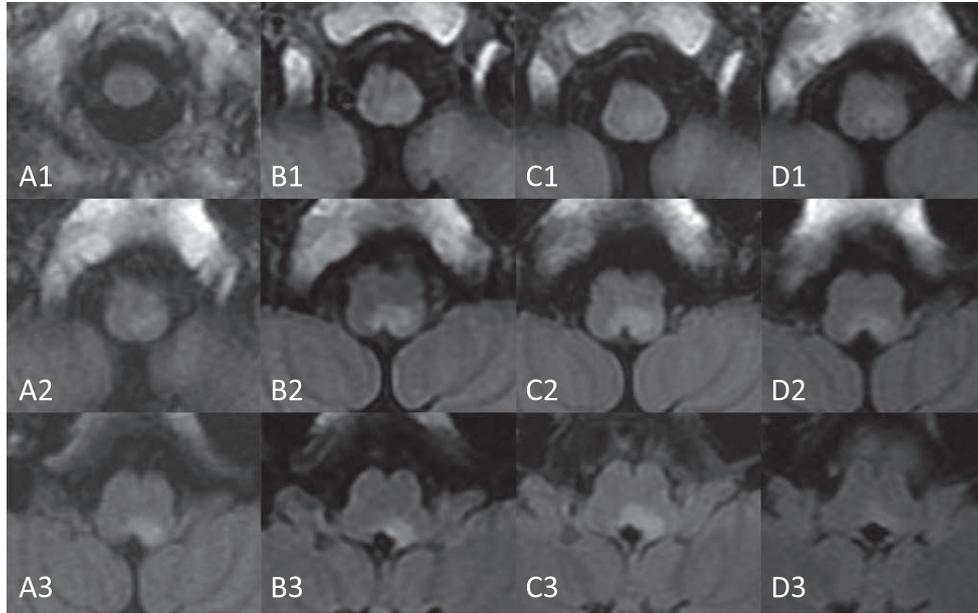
MRI images of the brainstem (FLAIR).
